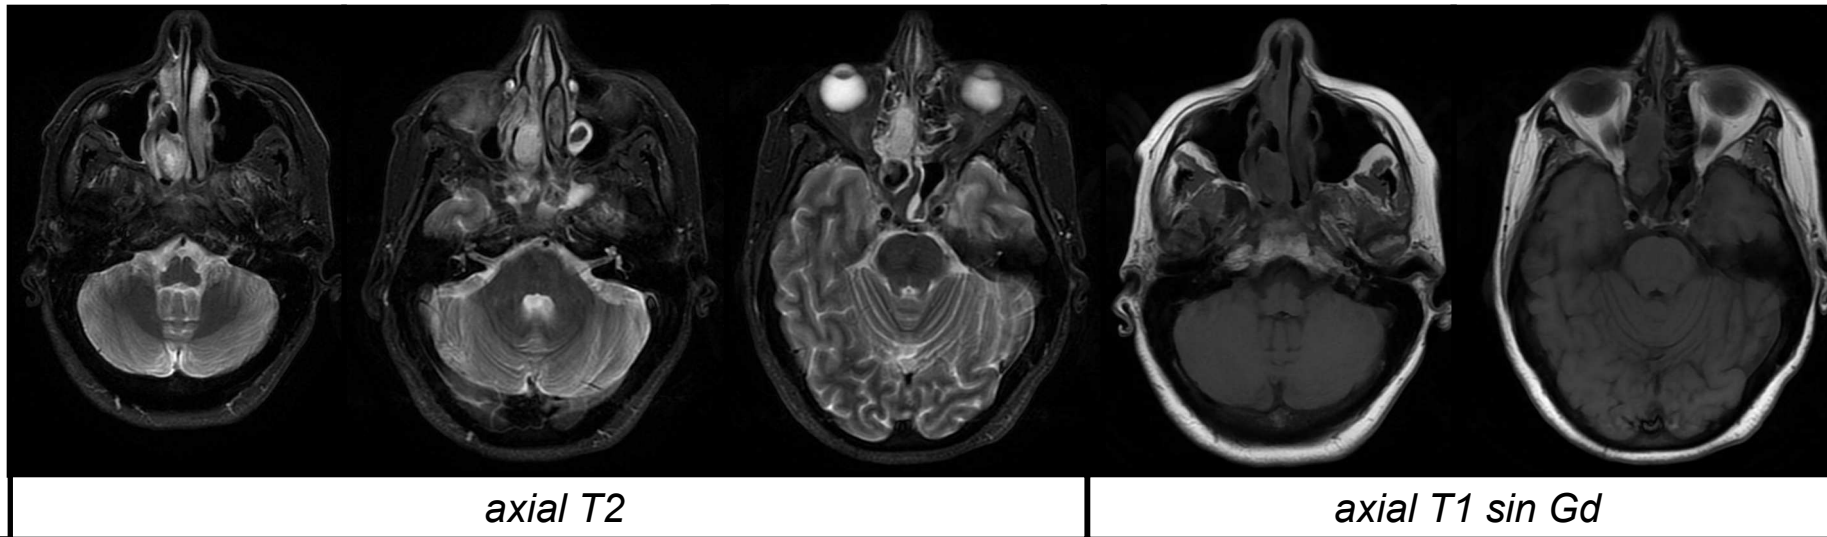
RM DE CRÁNEO CON CIV:
